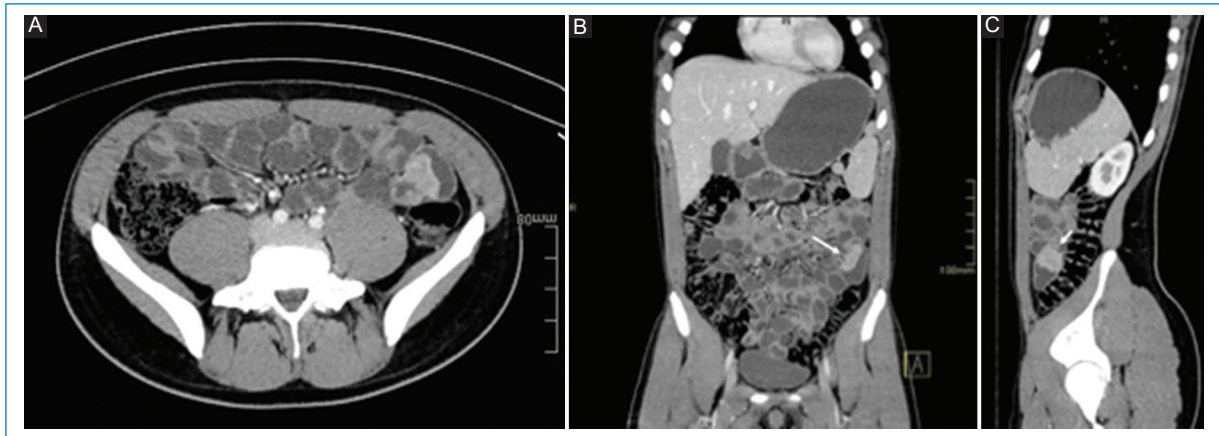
Leiomiosarcoma. Enterografía por tomografía computarizada con contraste intravenoso. A: axial. B: coronal. C: sagital. En el flanco izquierdo se identifica una lesión nodular endofítica en el yeyuno que realza homogéneamente con el contraste intravenoso (flechas).
